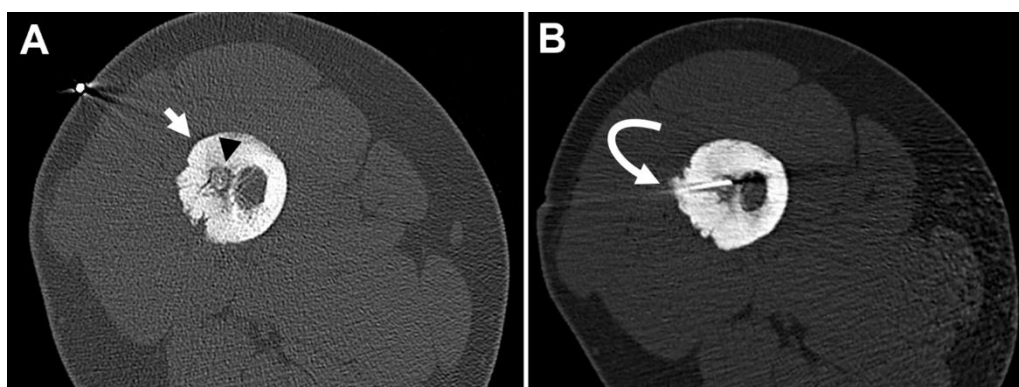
Paciente masculino de 14 años en plan de ablación por radiofrecuencia por OO de diáfisis femoral derecha mediante TC. A) Nótese el engrosamiento cortical y el nido del tumor (flecha y cabeza de flecha respectivamente). B) Electrodo de radiofrecuencia ubicado dentro del nido del OO (flecha curva).
